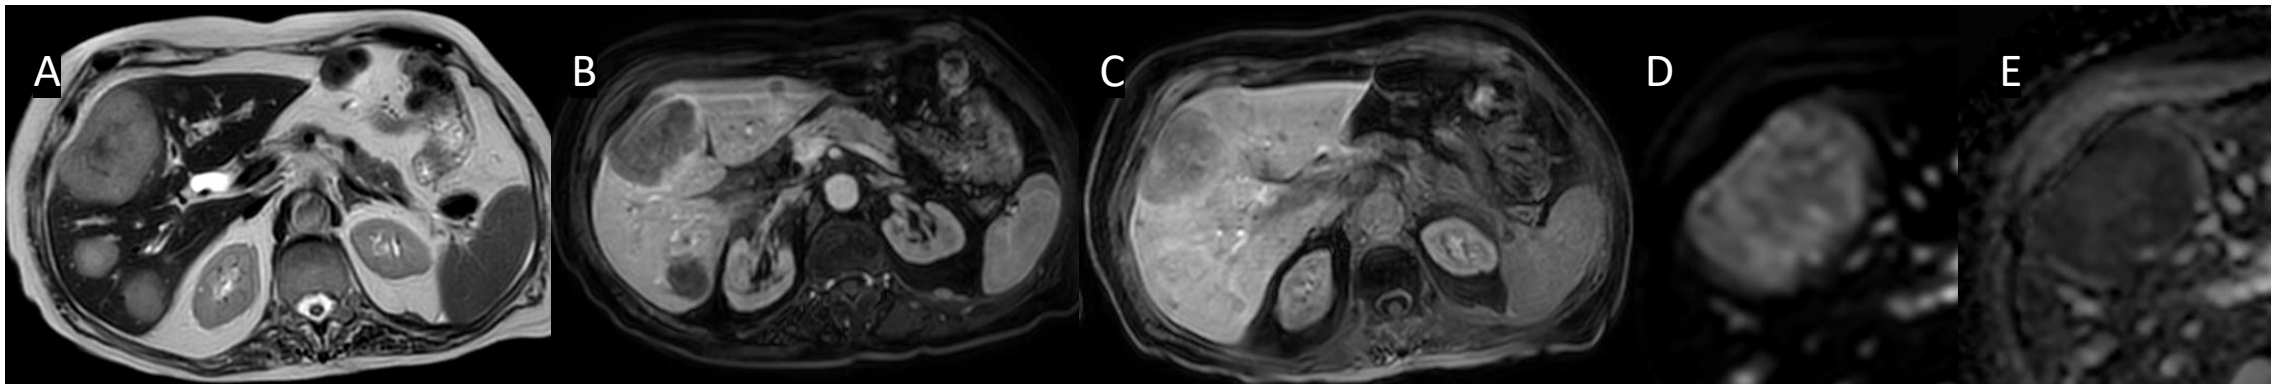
RM hepática con contraste. A (T2): Lesión hiperintensa de gran tamaño en segmento V-VIII. B y C (T1): Captación capsular de la lesión en fase portal con ausencia de captación en fase hepatobiliar. D y E (DWI y ADC): Hiperintensidad en DWI e hipointensidad en ADC secundario a la restricción a la difusión de la lesión. Hallazgos en relación con metástasis hepática.
